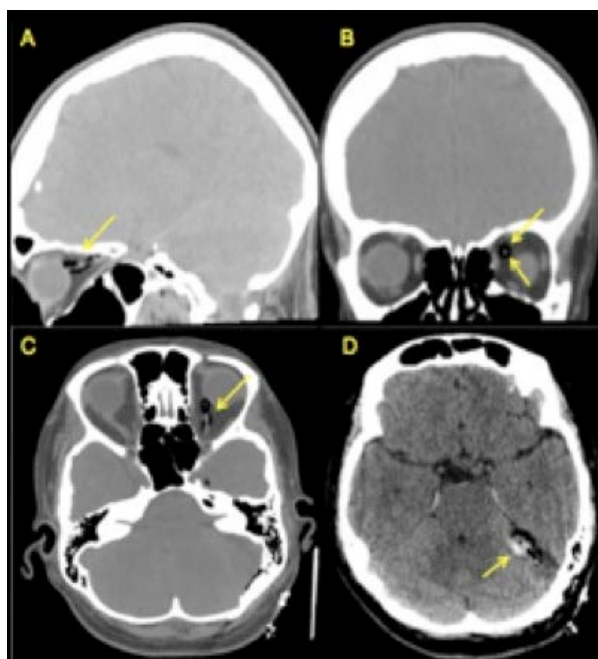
Tomografia Axial Computadorizada (TAC) do crânio. Cortes axiais sem contraste. Alterações pós-operatórias com imagens gasosas e pequena coleção hemática na cisterna do ângulo ponto-cerebeloso esquerdo (seta - D). Observar os sinais de pneumatização da bainha líquórica do nervo óptico esquerdo (setas - A, B e C), por extensão pelo espaço subaracnoideu.
